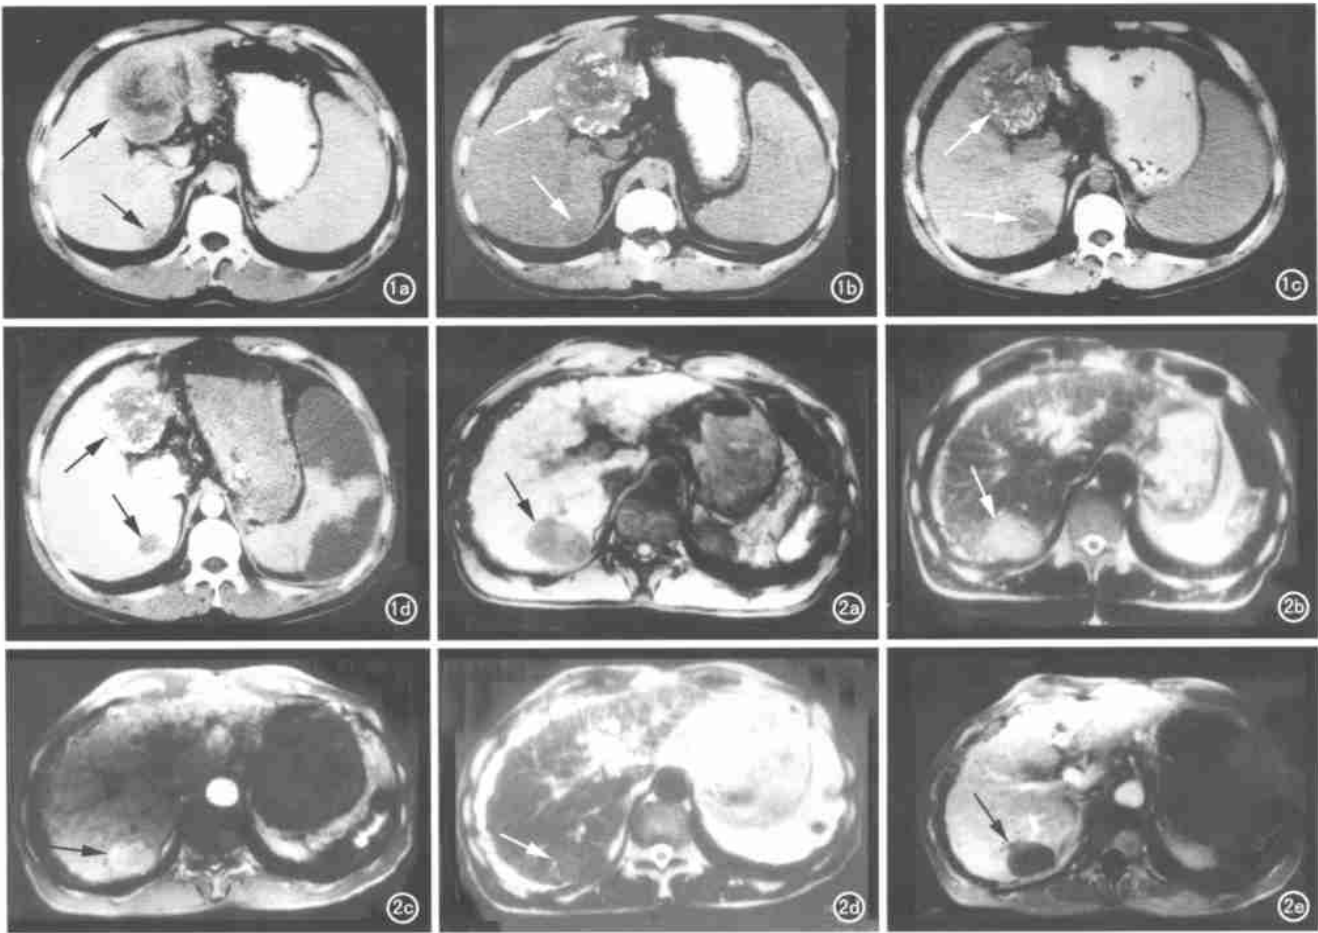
PHC 患者。a) 治疗前增强CT扫描示肝左内叶和右后叶分别可见1个肿瘤病灶(箭); b) 肝动脉化疗栓塞后1个月, CT平扫示2个病灶内碘油聚集较差且略有增大(箭); c) PMCT术后1个月, CT平扫示2个病灶大小无明显变化, 但密度减低(箭); d) PMCT术后2个月, 增强CT扫描示2个病灶明显缩小, 未见强化(箭)。脾脏为部分性脾动脉栓塞后改变。图2 PHC 患者。a、b) 治疗前MRI平扫肝右后叶肿瘤呈较均匀的长T₁、长T₂信号(箭); c~e) PMCT术后2个月, 肿瘤呈欠均匀的短T₁、短T₂信号(箭), 增强扫描完全无强化(箭)。
